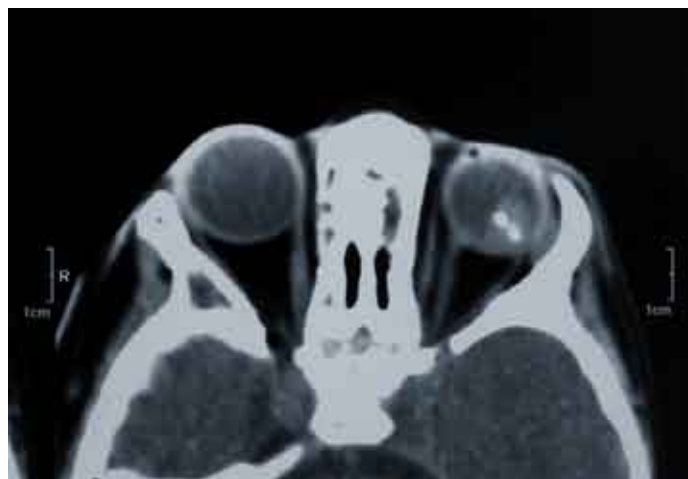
Retinoblastoma con imágenes de calcificación con TAC.
